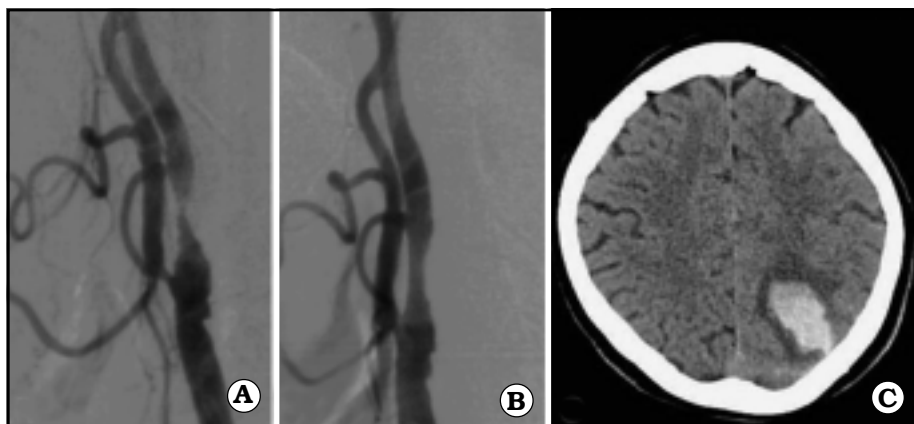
Síndrome de reperfusión. A. Angiografía digital de paciente de 79 años que presenta ACV isquémico con hemiparesia derecha leve y afasia motora incompleta donde se observa una placa ateromatosa concéntrica que ocasiona una estenosis severa de la arteria carótida interna izquierda. B. Angiografía digital del mismo paciente donde se observa aceptable corrección de la lesión postangioplastia. C. TAC cerebral al 12^o día donde se observa una transformación hemorrágica frontal ipsilateral a la arteria tratada.
